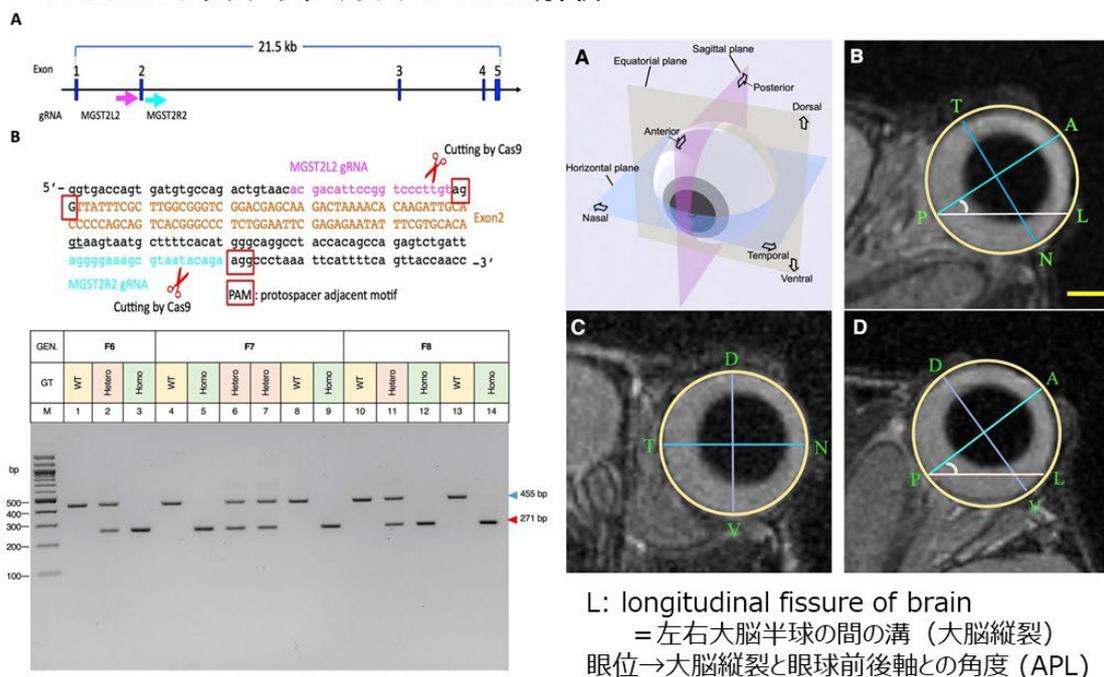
斜視候補遺伝子 *MGST2* ノックアウトマウス作成とホモ接合体の MRI 画像解析<sup>53)</sup>
